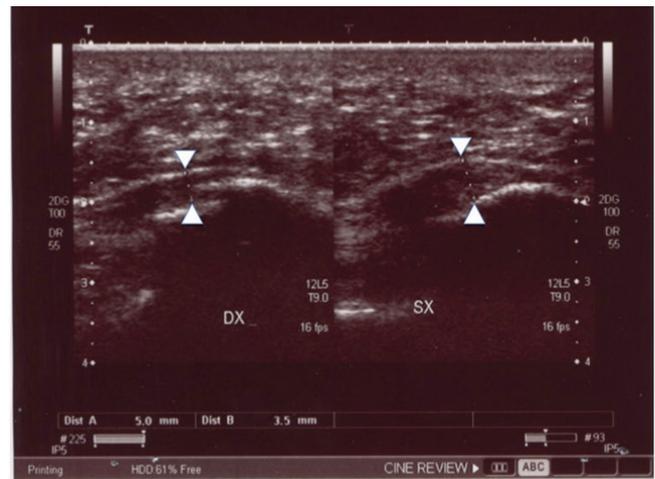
Ecografia caso clinico 1 prima del trattamento: Al controllo ecografico si evidenzia ispessimento ed accentuata ipoecogenicità dell'inserzione calcaneare della fascia plantare, fatto più evidente a sinistra, come da fascite (Le frecce indicano lo spessore tendineo all'inserzione).
